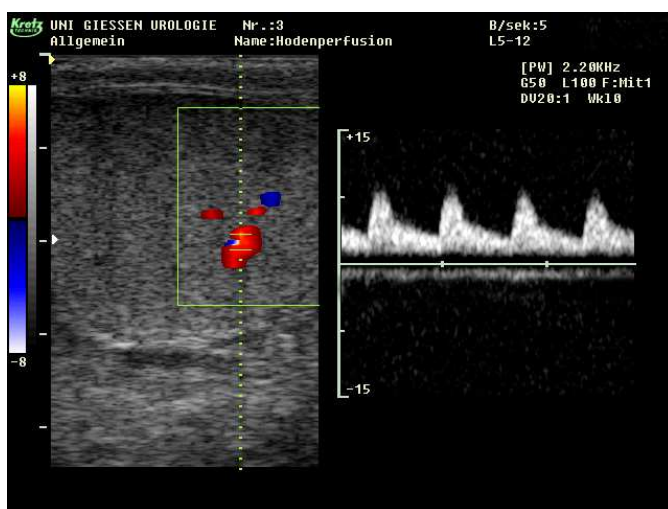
Die Farbduplexsonografie mit Darstellung der intratestikulären Gefäße und Messung der systolischen und diastolischen Flussgeschwindigkeit
